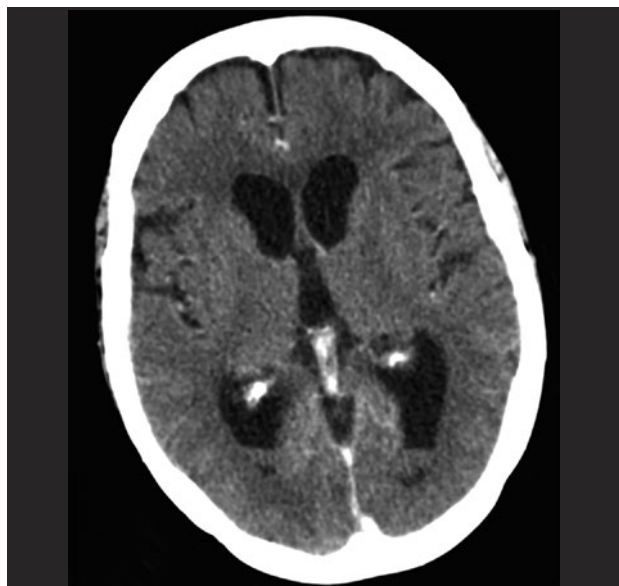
Tomografía computarizada craneal con contraste. Se observa ocupación con nivel del asta occipital de ambos ventrículos laterales.
